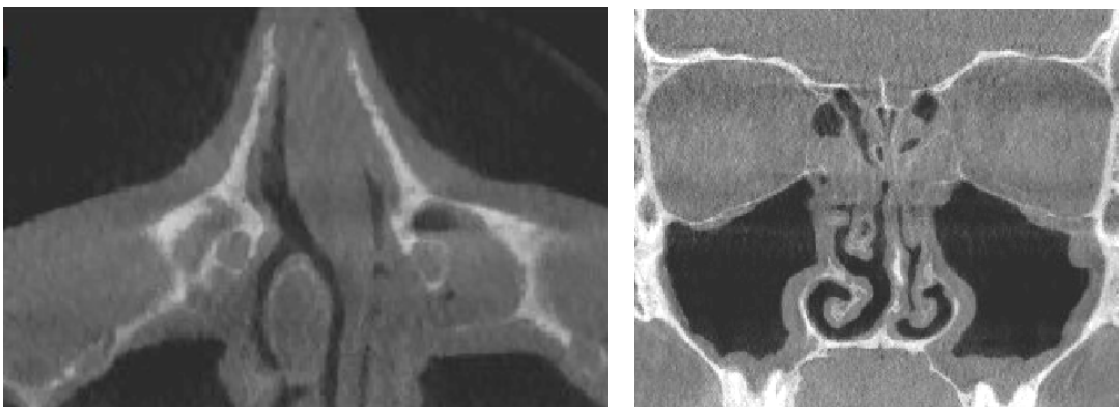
Приклад комп'ютерно-томографічної візуалізації структур носової порожнини: а – аксіальний томографічний зріз, б – фронтальна мультипланарна реконструкція
